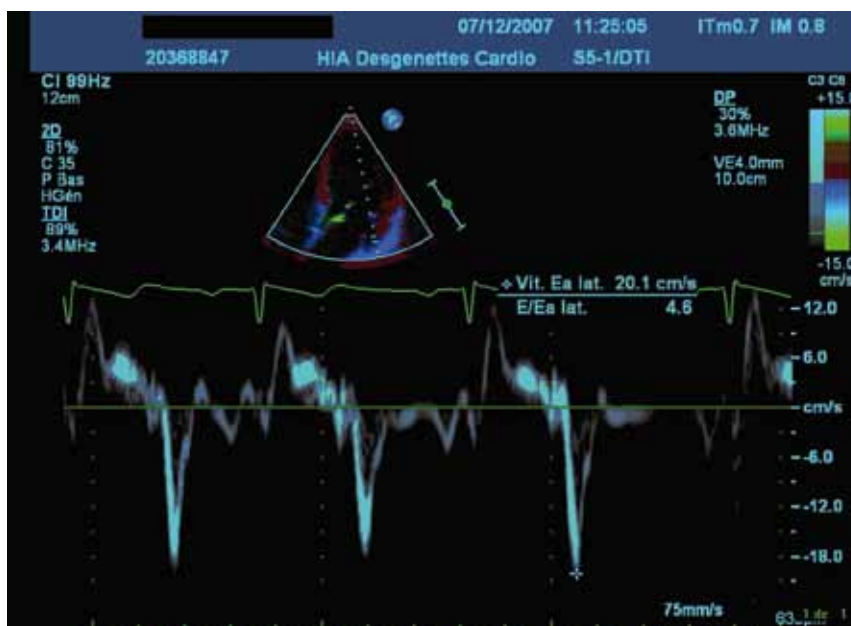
Exemple de Doppler tissulaire à l'anneau mitral enregistré chez un jeune joueur de football de 15 ans. Image due à la courtoisie du Dr Guérard (Lyon).
